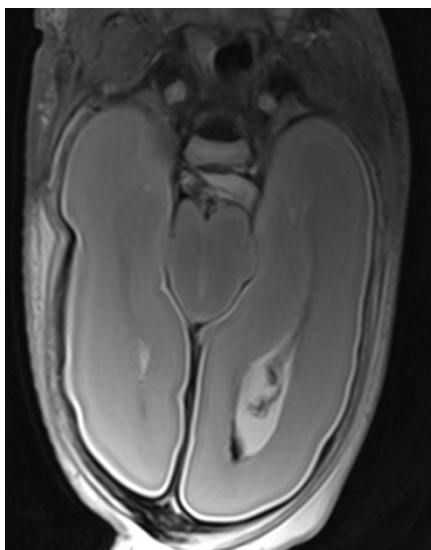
MTS bei Joubert Syndrom. Post mortem MRI
